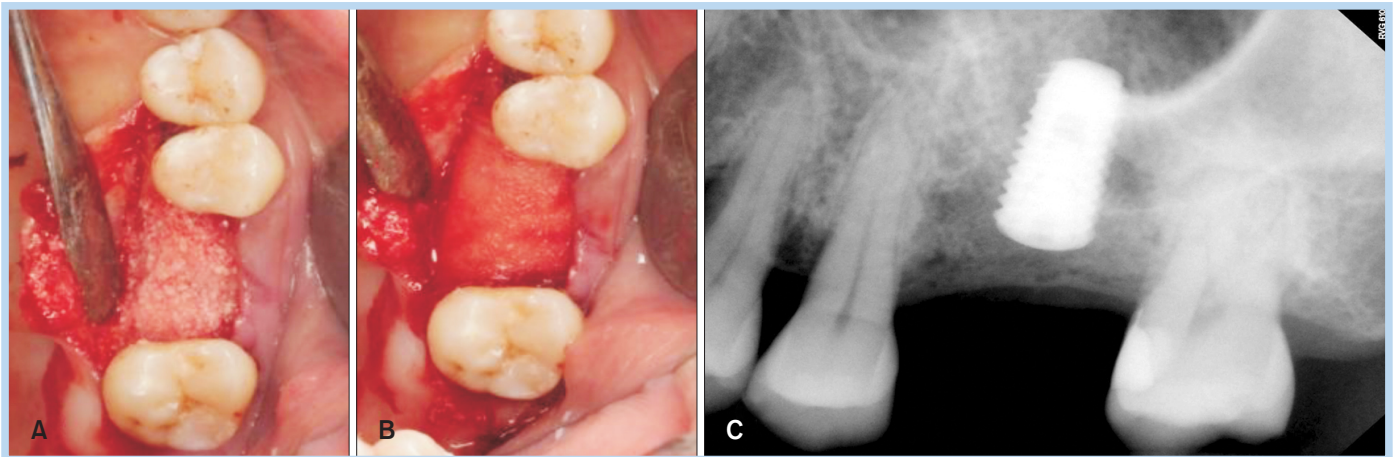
(A) After implant insertion, filling the palatal defect between the alveolar wall and the implant with Bio-Oss (Geistlich Biomaterials) granules. (B) Bone graft materials are covered with a Rapi-Gide (Dalim Tissen) membrane. (C) Postoperative periapical radiograph.
